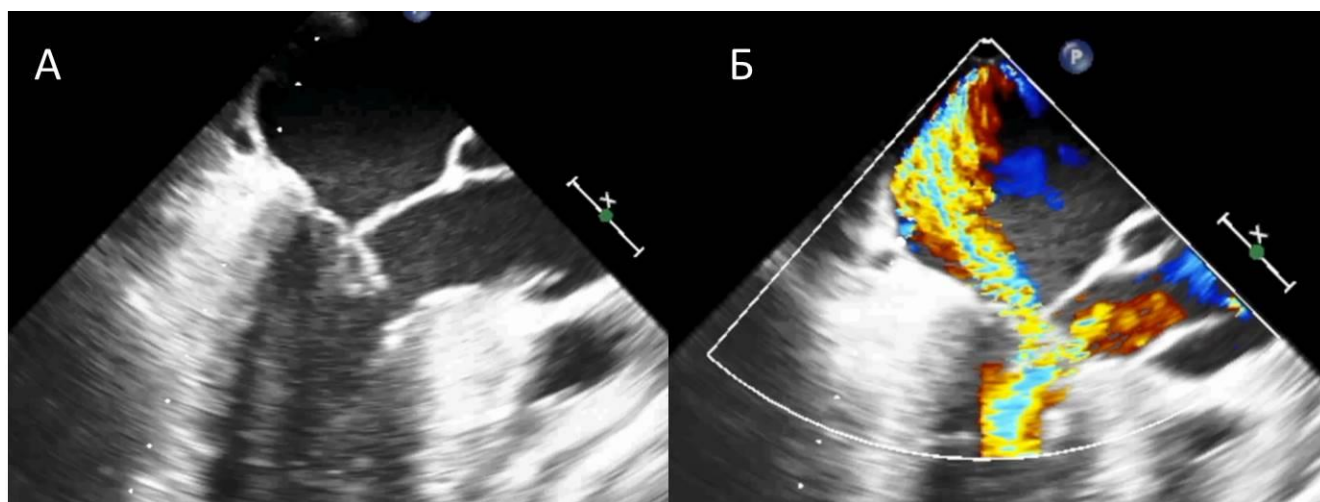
Выполнение чреспищеводной эхокардиографии перед окклюзией аорты для определения толщины межжелудочковой перегородки, зоны резекции, функции митрального клапана. А – SAM-синдром, как динамическая обструкция выходного отдела левого желудочка. Б – SAM-синдром обусловленная митральная регургитация.
